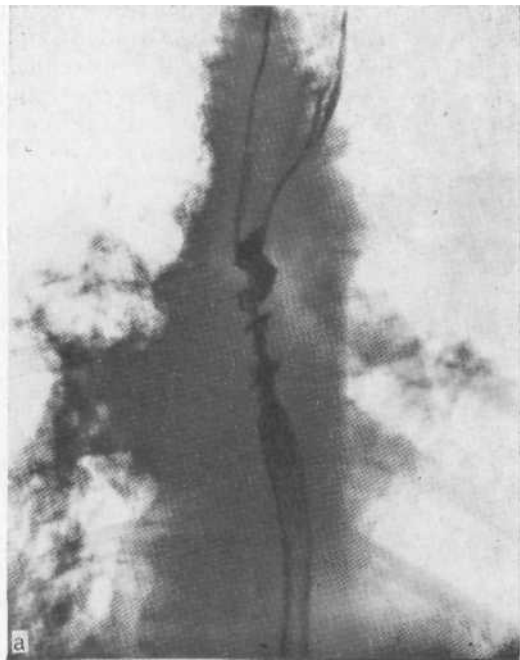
Рентгенограммы в прямой (а) и косой (б) проекциях. Ск; юющий медиастинит. Неоднородное уплотнение клетчатки средостения нос сужение просвета пищевода.
